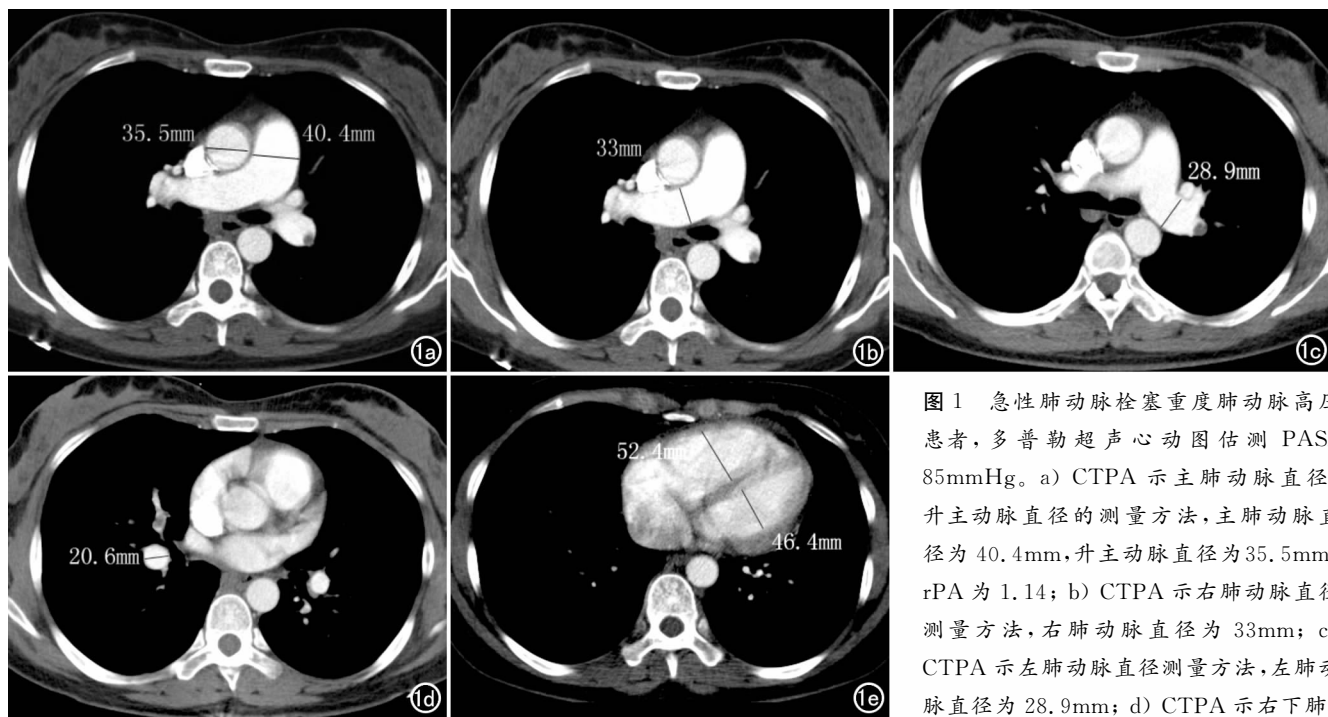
急性肺动脉栓塞重度肺动脉高压患者,多普勒超声心动图估测 PASP 85mmHg。a) CTPA 示主肺动脉直径、升主动脉直径的测量方法,主肺动脉直径为 40.4mm,升主动脉直径为 35.5mm, rPA 为 1.14; b) CTPA 示右肺动脉直径测量方法,右肺动脉直径为 33mm; c) CTPA 示左肺动脉直径测量方法,左肺动脉直径为 28.9mm; d) CTPA 示右下肺
